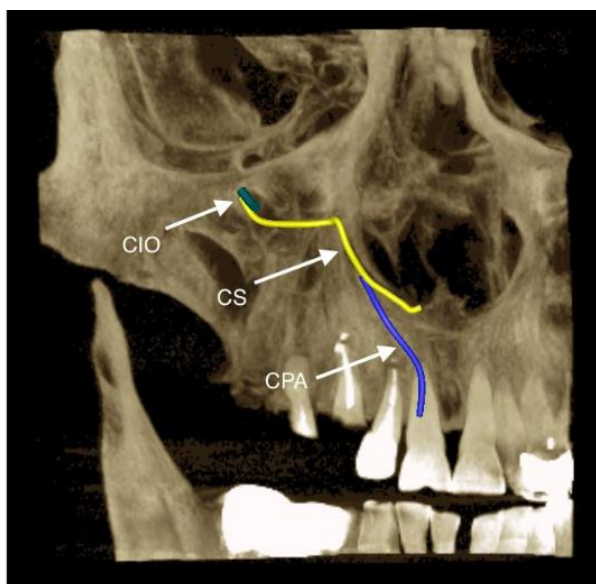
Randerizare 3D după imagini de CBCT în care s-au marcat traiectele: canalului infraorbital (CIO), canalului sinuos (CS), canalului palatin accesoriu (CPA)
